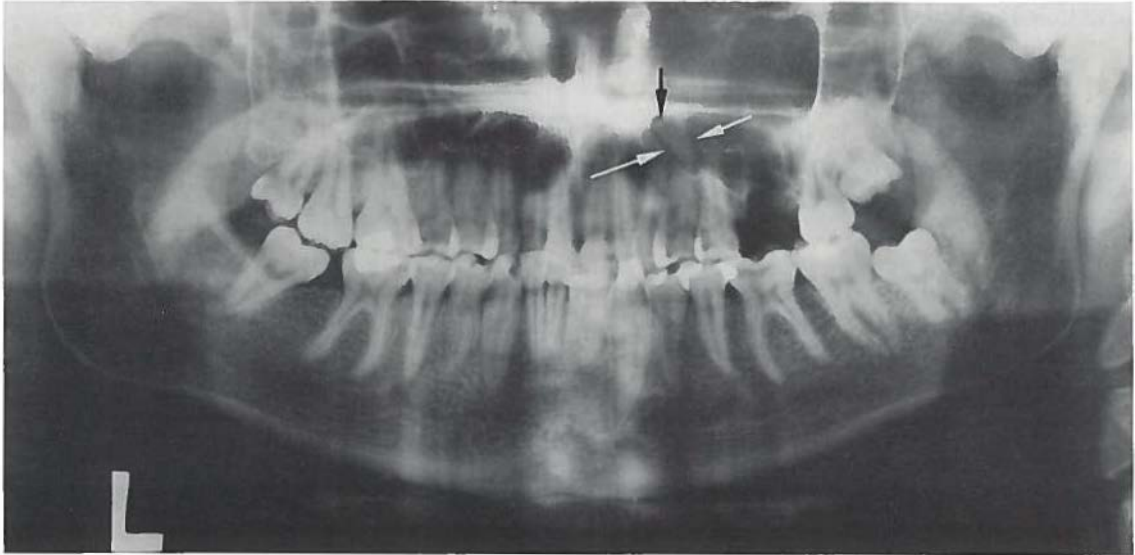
Orthopantomogram, kort nadat een radix van de M₁ s.d. in de sinus is gestoten (Pk. 71/5332).
